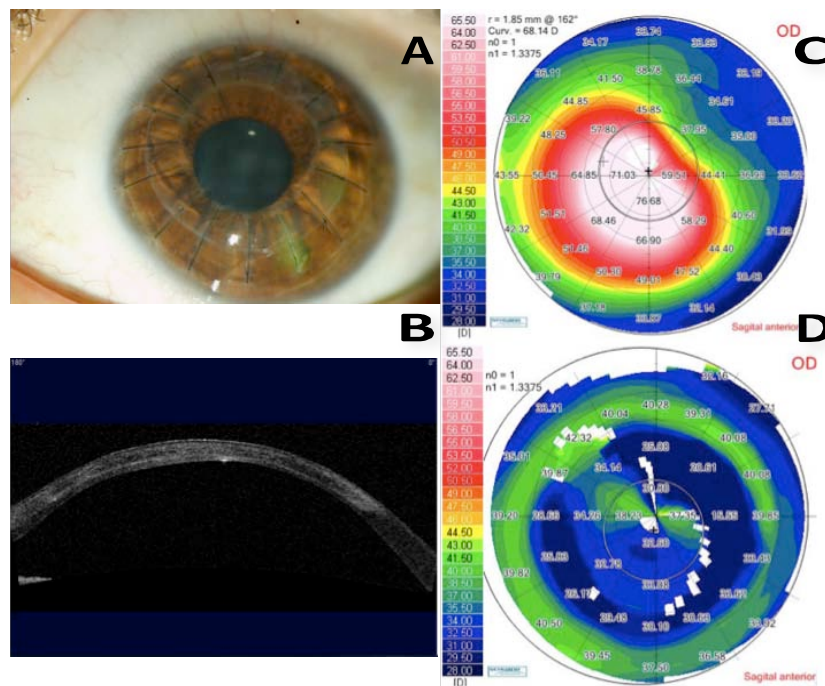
Paciente tratado con PALK. A, foto clínica del segmento anterior. B Tomografía de coherencia óptica de la córnea en el posoperatorio en donde se observa la separación que existe entre el estroma del donador y del receptor. C. Mapa queratométrico del estado pre y D. Posoperatorio. Se observa mejoría significativa en el periodo posoperatorio.
